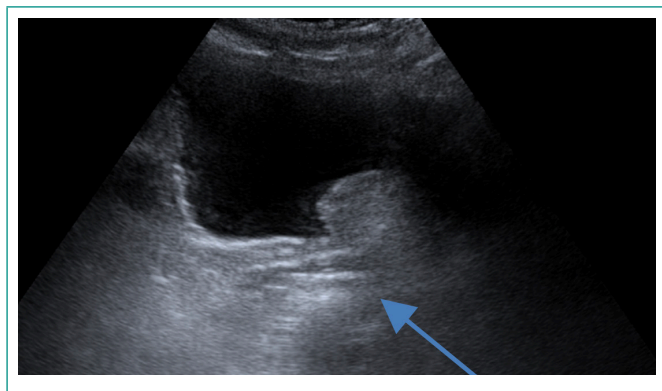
Misma imagen desde ecografía vesical.
